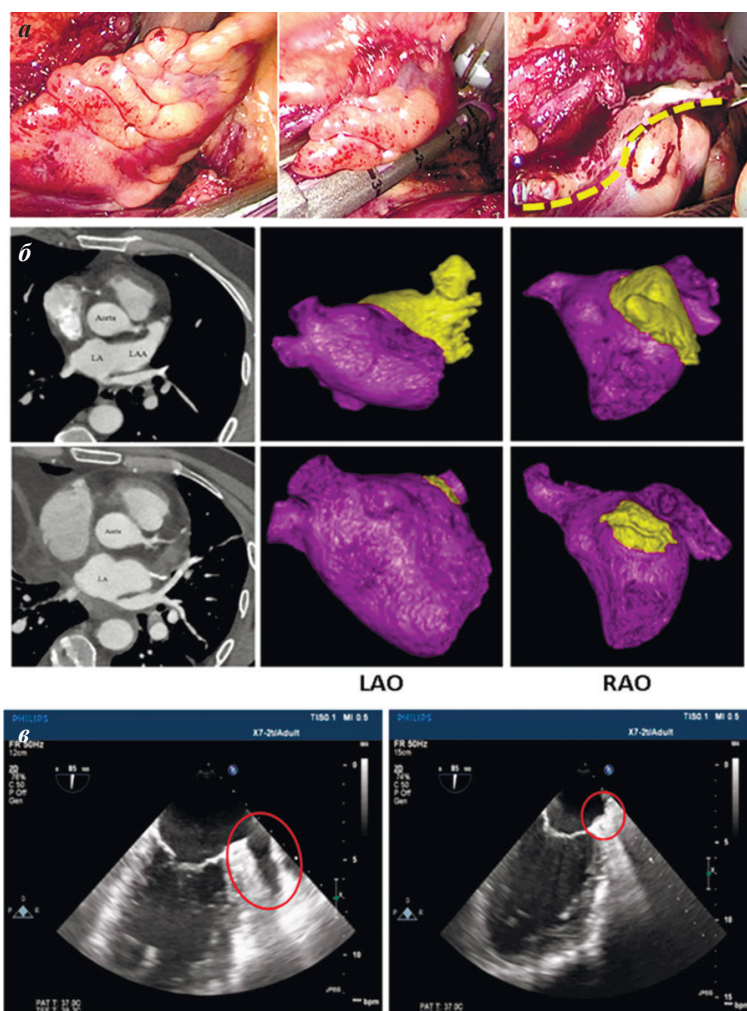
Ампутация ушка левого предсердия (а), желтым пунктиром отмечена линия резекции ушка ЛП (интраоперационные фотографии). МСКТ (б) с контрастированием левого предсердия и ушка левого предсердия с 3D-реконструкцией до (сверху) и после (снизу) операции в правой и левой косой проекциях (RAO и LAO). Остаточная часть после ампутации ушка левого предсердия обозначена желтым цветом. Интраоперационная чреспищеводная эхокардиография (в) до и после ампутации ушка ЛП.
